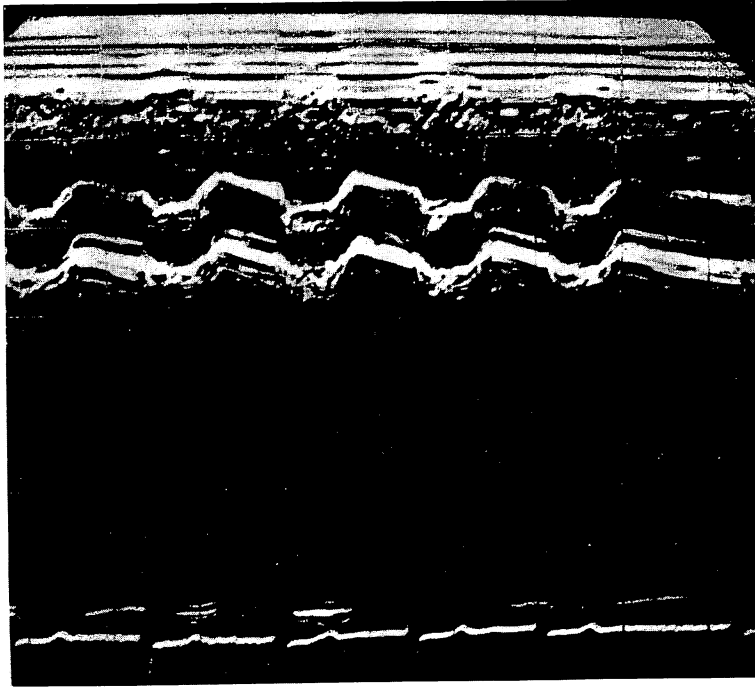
Echocardiogram of Case 6 (44 years old male) with tricuspid valve replacement and open mitral commissurotomy.
